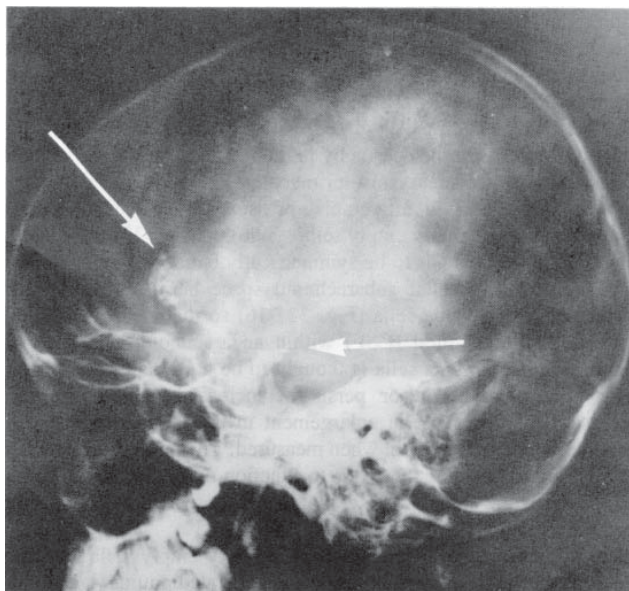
Radiografie laterală de craniu la un pacient cu craniofaringiom. Se observă calcificarea densă din regiunea supraselară (săgeți).
